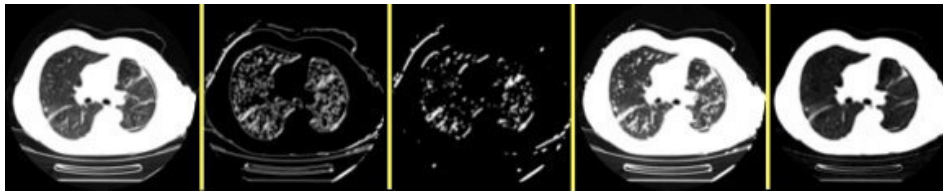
CT Scans with Different Textures and Variations with Various Pathological Conditions
